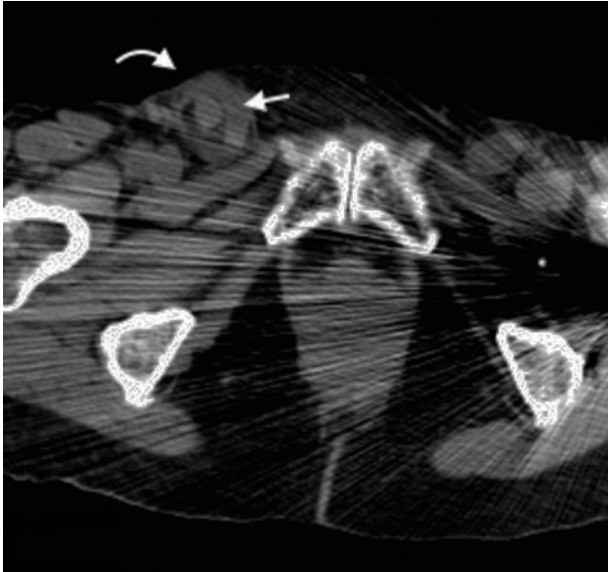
Tomografía computada multidetector en plano axial identifica una pequeña hernia inguinal derecha (flecha curva) con apéndice cecal en su interior (flecha recta), corroborado en la cirugía (hernia de Amyand).
